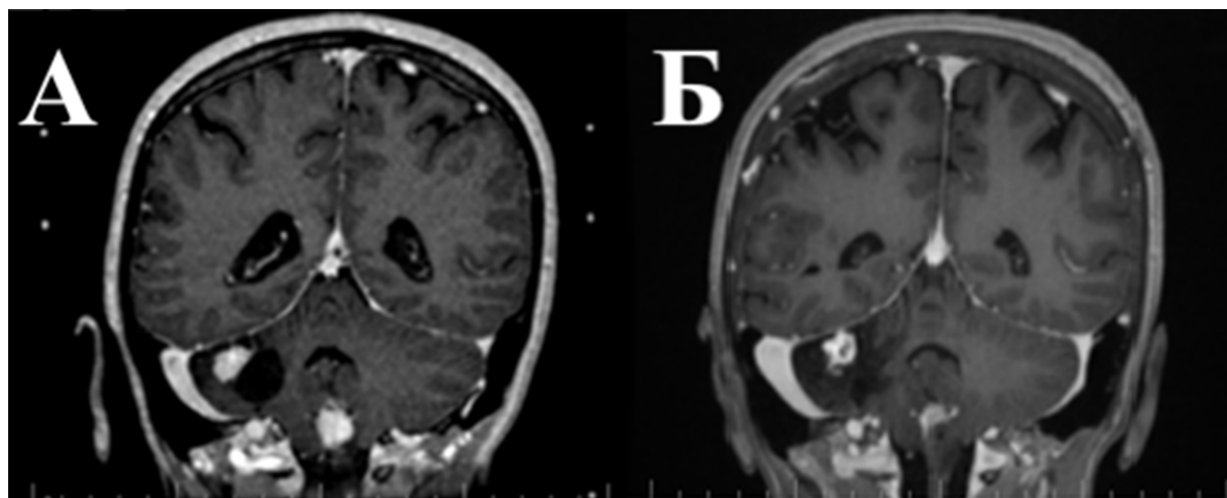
МРТ в режиме T1 ВИ после контрастного усиления: А - перед облучением (апрель 2013 г.); Б – после контрастного усиления (июнь 2021 г.)
